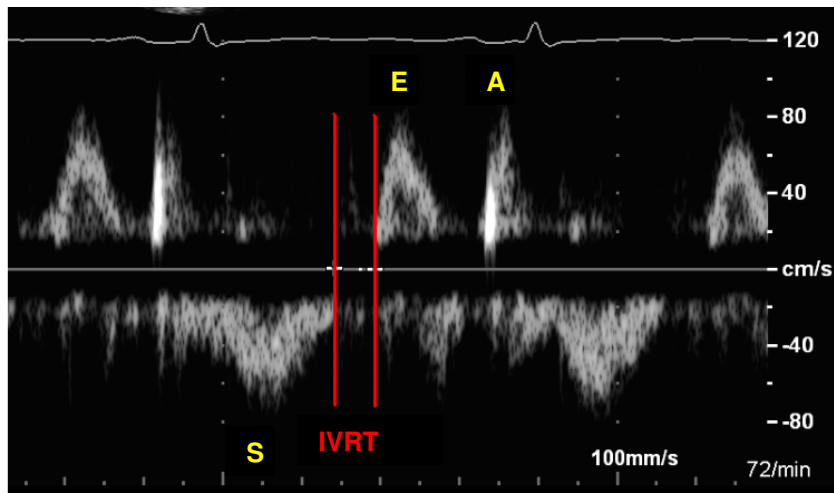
Bestimmung der IVRT im CW-Doppler. E: Transmitrale E-Welle; A: Transmitrale A-Welle; S: Transaortaler Ausstrom; IVRT: Isovolumetrische Relaxationszeit.
